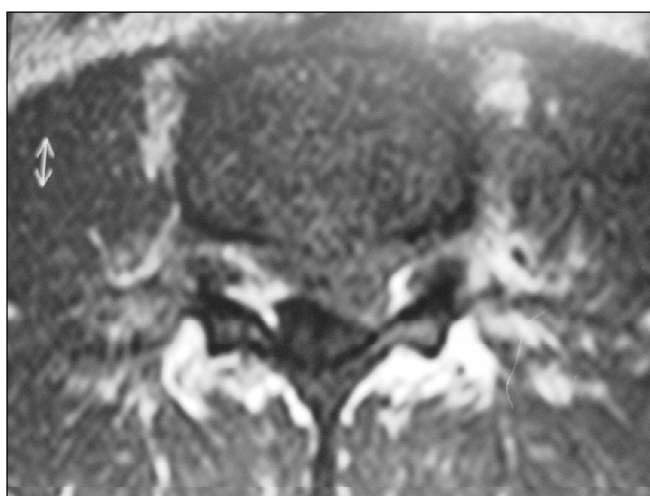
RM axial T1 sem contraste, no nível de L4-L5.
